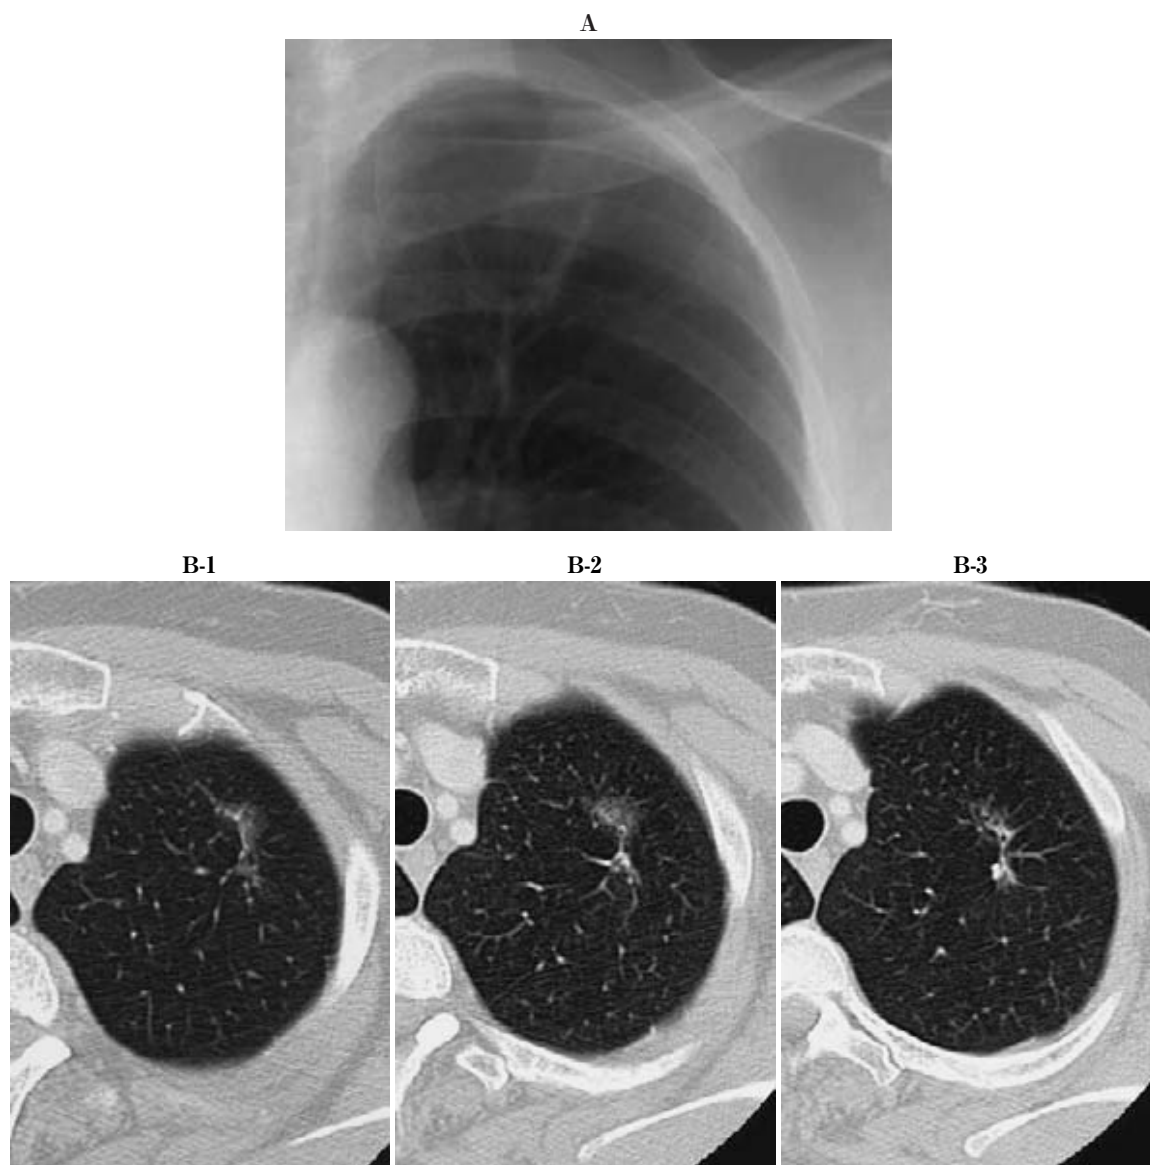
A. Chest X-ray shows a faint and ill-defined patchy shadow in the left upper lung field. B. High-resolution CT shows a nodule surrounded by ground glass opacity in the left upper lobe and air bronchiologram in the nodule.
